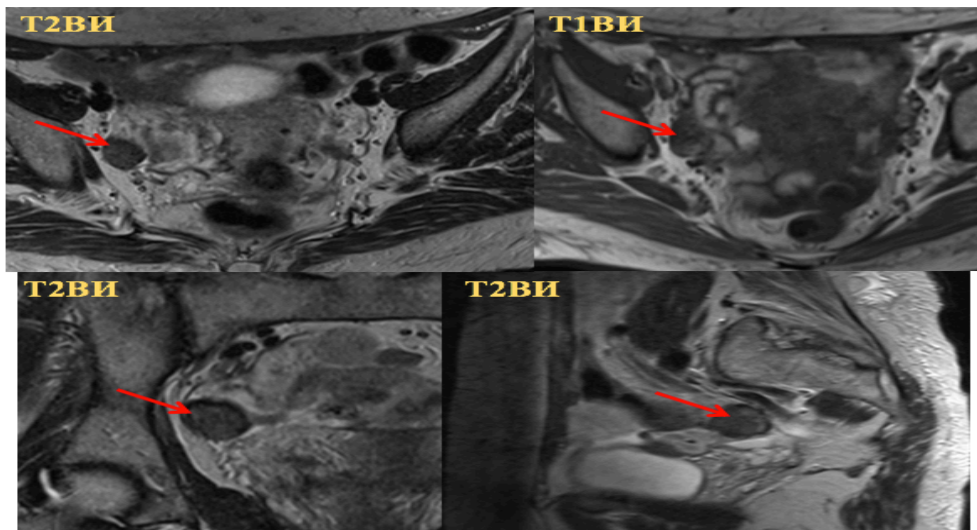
Женщина 46 лет, текома правого яичника. МРТ органов малого таза в аксиальной, сагиттальной и коронарной проекциях: на T2/T1ВИ определяется солидное образование правого яичника (красная стрелка)
